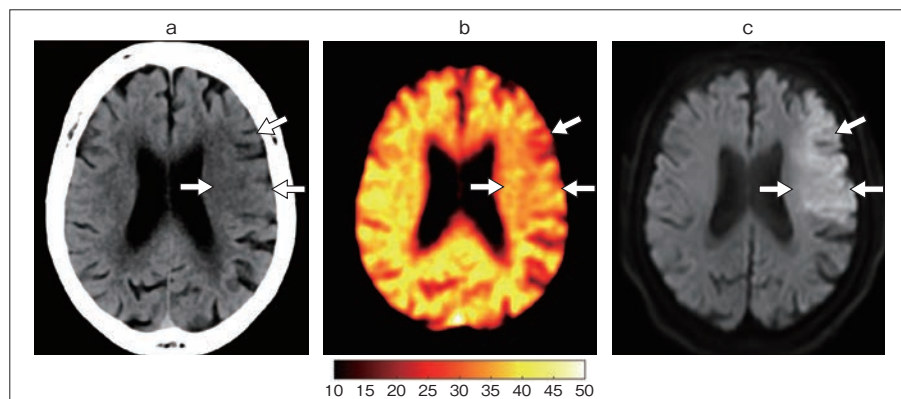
急性発症の右片麻痺の60歳代、女性発症から約3時間後に頭部非造影DECTが施行された。120kVp相当のmixed 80kVp/Sn140kV image (a)では、左前頭葉に早期虚血性変化を示唆する皮髄境界の不鮮明化を認め、左放線冠も対側より若干低吸収を示している(⇨)。X-map (b)では、左前頭葉~放線冠にかけてはっきりと低値の領域を認め(⇨)、直後に施行された頭部MRIの拡散強調画像(b = 1000s/mm²) (c)においても、同部に一致して新鮮梗塞を表す高信号域を認める。なお、各画像の領域ごとの対比をしやすくするため、解剖学的標準化を行っている。
